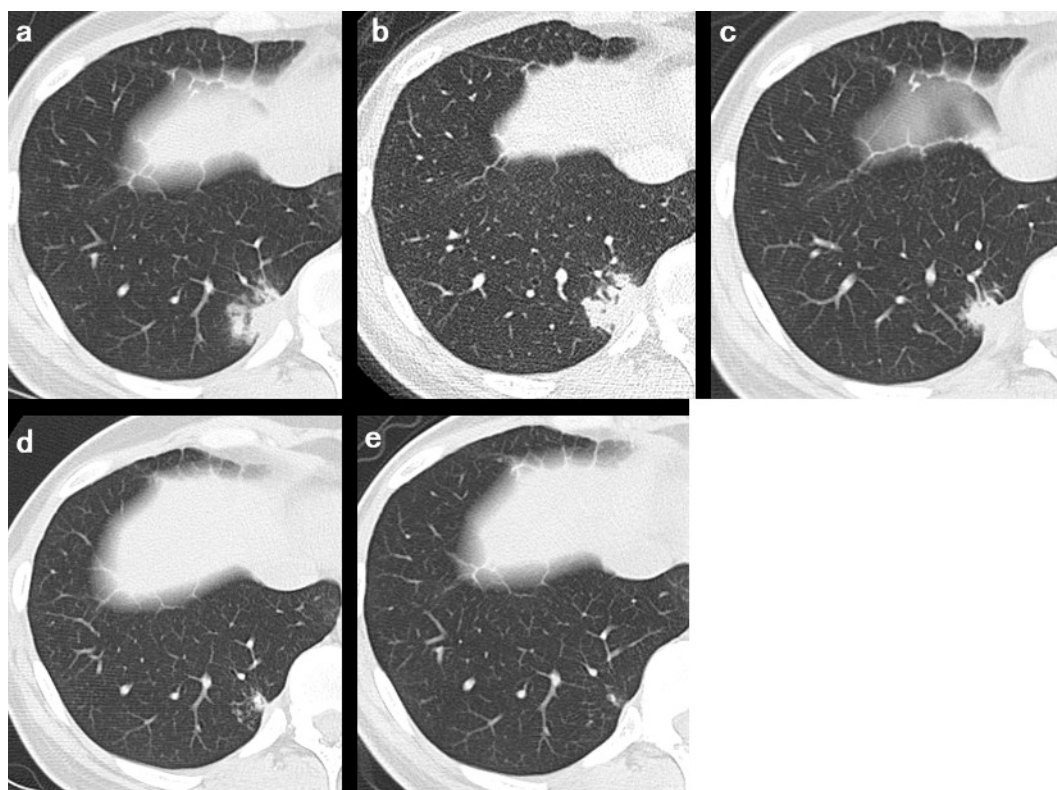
A CT scan on the 84th day after the start of the treatment revealed unclear margin of the mass lesion and suspected continuity with the right lung (a). A CT scan on the 91th day showed that the mass became smaller and bronchiectasia around the mass (b). The mass gradually decreased in the 5th (c) and 9th (d) months of CT scan. The mass shadow disappeared in a CT scan of two and half years after the treatment (e).
